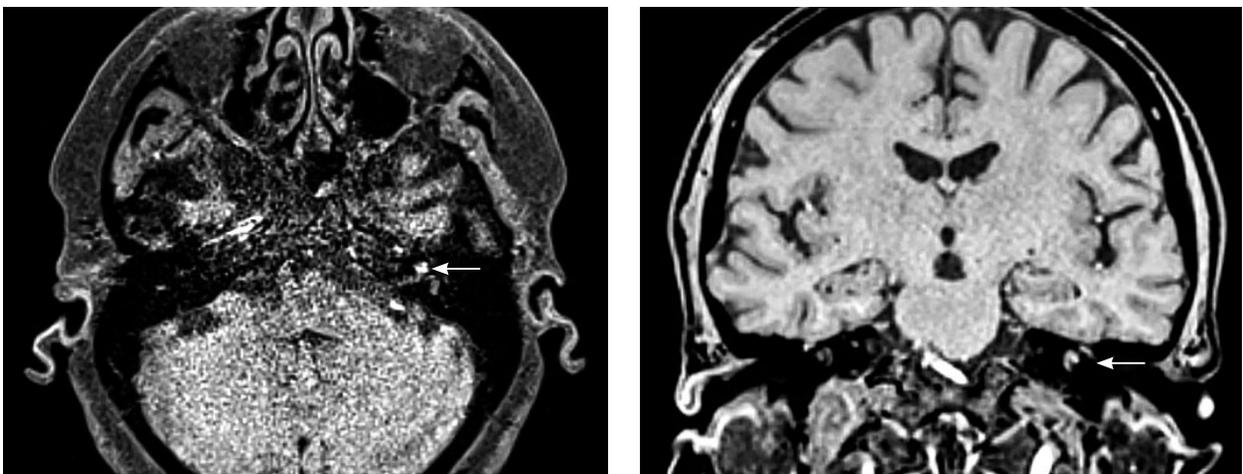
МРТ головного мозку пацієнтки Г., 72 роки. Аксіальні та коронарні зрізи. Підвищення сигналу від завитки та півколових каналців зліва на T1 fs-зображеннях
